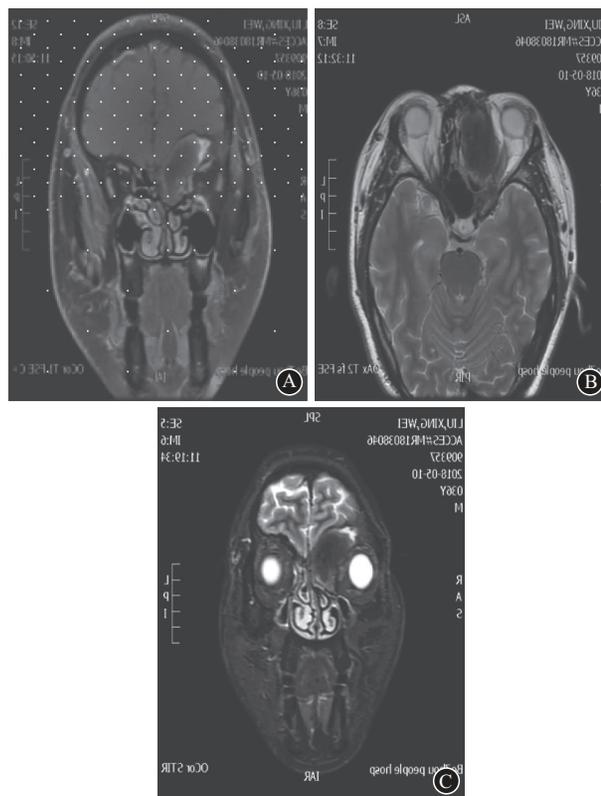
头痛右眼胀痛病人颅脑MRI平扫+增强: A为T1平扫; B为T2平扫; C为增强
